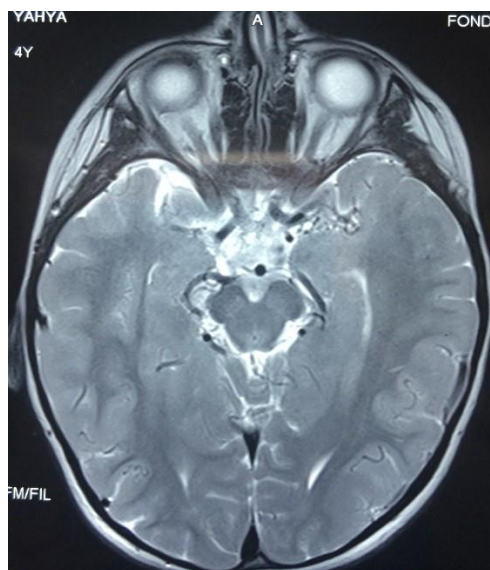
IRM réalisée chez notre patient
